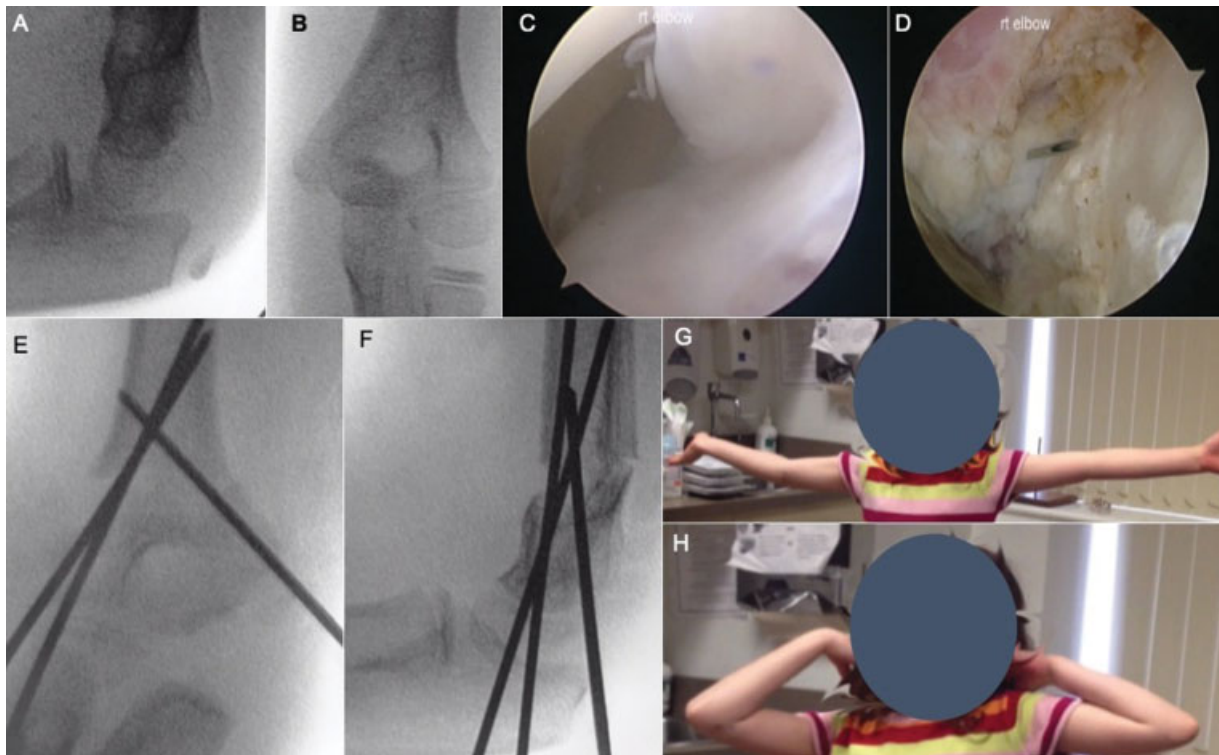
Niño de 7 años con consolidación viciosa en extensión tras fractura supracondílea del codo. Tenía una flexión limitada del codo, y estaba indicado para una osteotomía supracondílea para corregir su malunión. (A,B) Radiografías laterales y anteroposteriores de la consolidación viciosa de la extensión de una fractura supracondílea previa de este paciente. (C) Movimiento radiocapitelar incongruente con la cabeza radial deslizándose a través del capitellum durante la flexión del codo. (D) Se utiliza una aguja para confirmar fluoroscópicamente la ubicación de la consolidación viciosa para poder realizar una osteotomía anatómica. (E, F) Después de la osteoclasia manual de la cortical posterior, el húmero distal se flexiona hacia atrás en la alineación anatómica, y se fija con dos clavos laterales y un clavo medial. La fractura se clava y se enyesa hasta que se cicatrice. (G,H) Rango de movimiento del paciente dos semanas después de la extracción del clavo, con flexión y extensión del codo casi normales.
